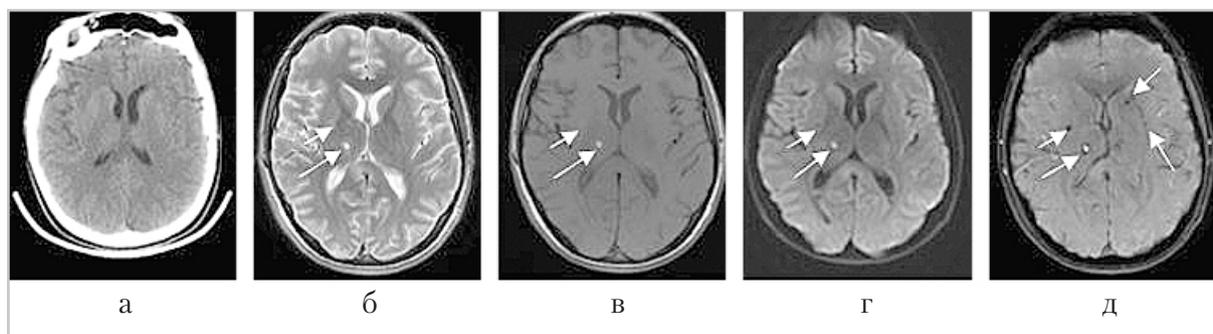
Компьютерная томограмма (а) и магнитно-резонансные томограммы (б – д) головного мозга пациента с ДАП через 11 дней после травмы в дорожно-транспортном происшествии: а – КТ, б – режим Т2-ВИ, в – Т1, г – ДВИ, д – SWAN. На аксиальной КТ (а) очаговых изменений головного мозга не определяется. На сериях аксиальных МР-томограмм (б – д) выявляется многоочаговое травматическое поражение головного мозга (ДАП) (белые стрелки)
